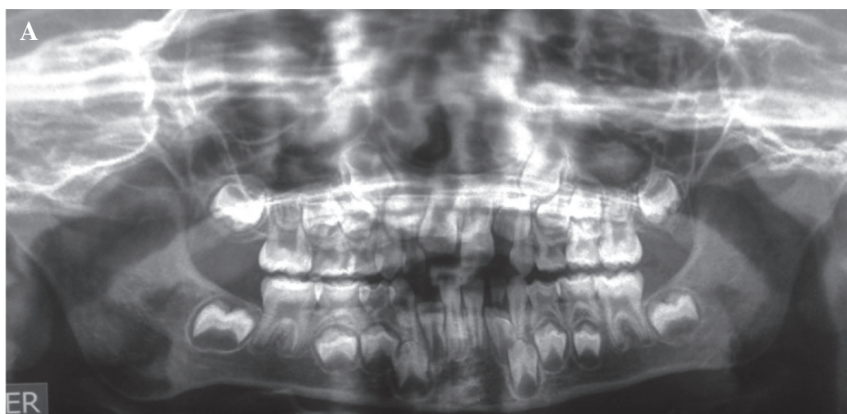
Radiografías iniciales. A. Ortopantografía. B. Cefálica lateral.
